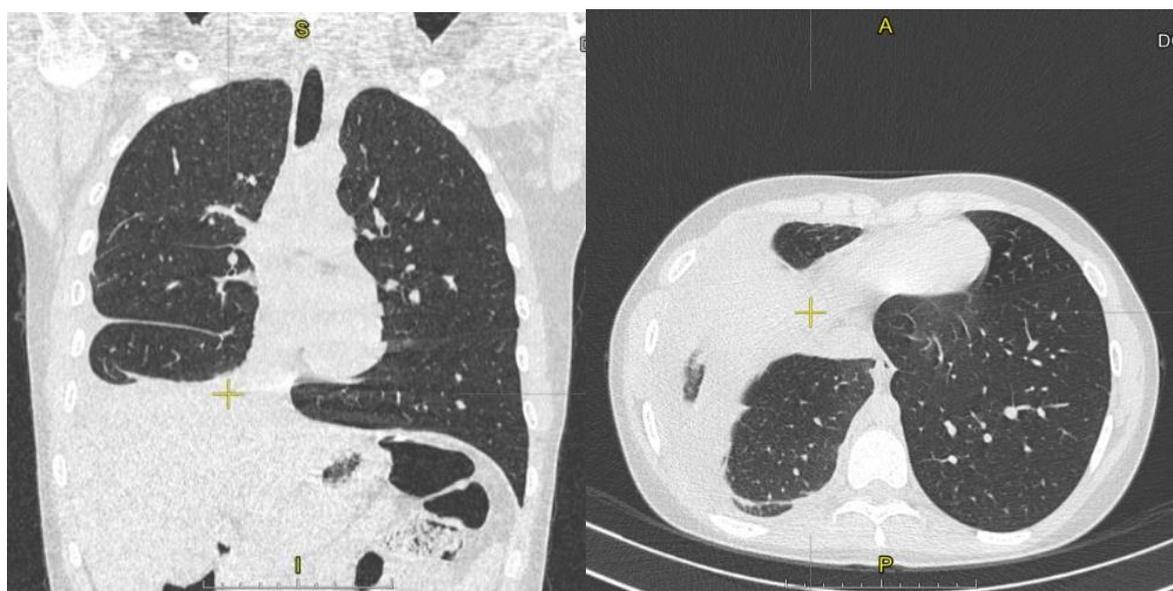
Компьютерная томограмма органов грудной клетки девочки С., 13 лет в начале лечения. Плевральный экссудат справа
